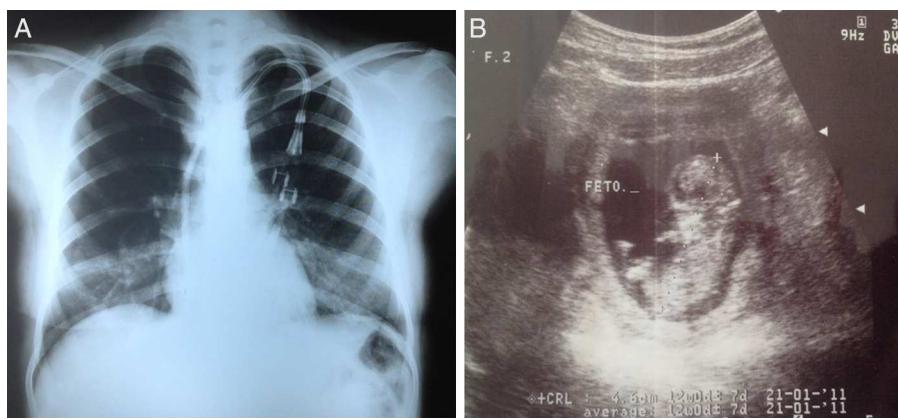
Radiografía de tórax al ingreso (A) y ultrasonido a las 12 semanas de gestación (B).
